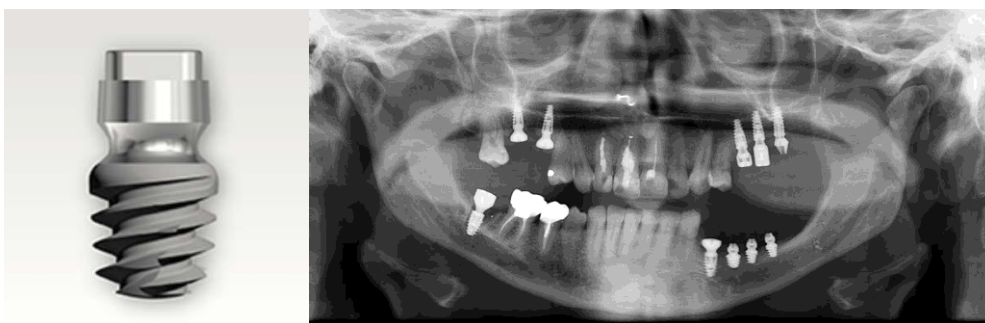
Radiographie panoramique après la pose des implants courts mandibulaires [Blanes (54)]
